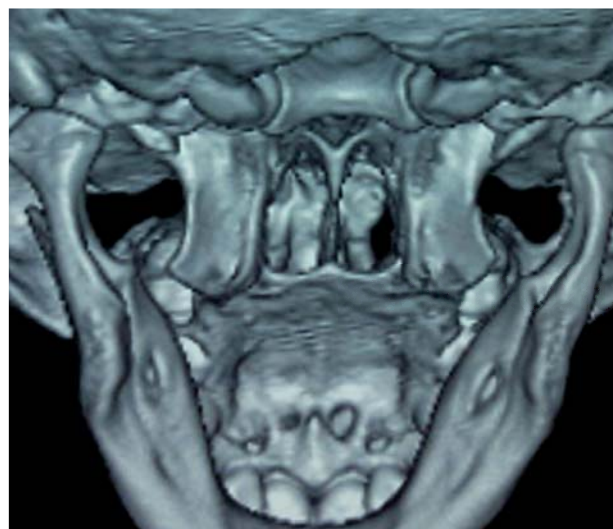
Tomografía con reconstrucción de región palatina.
